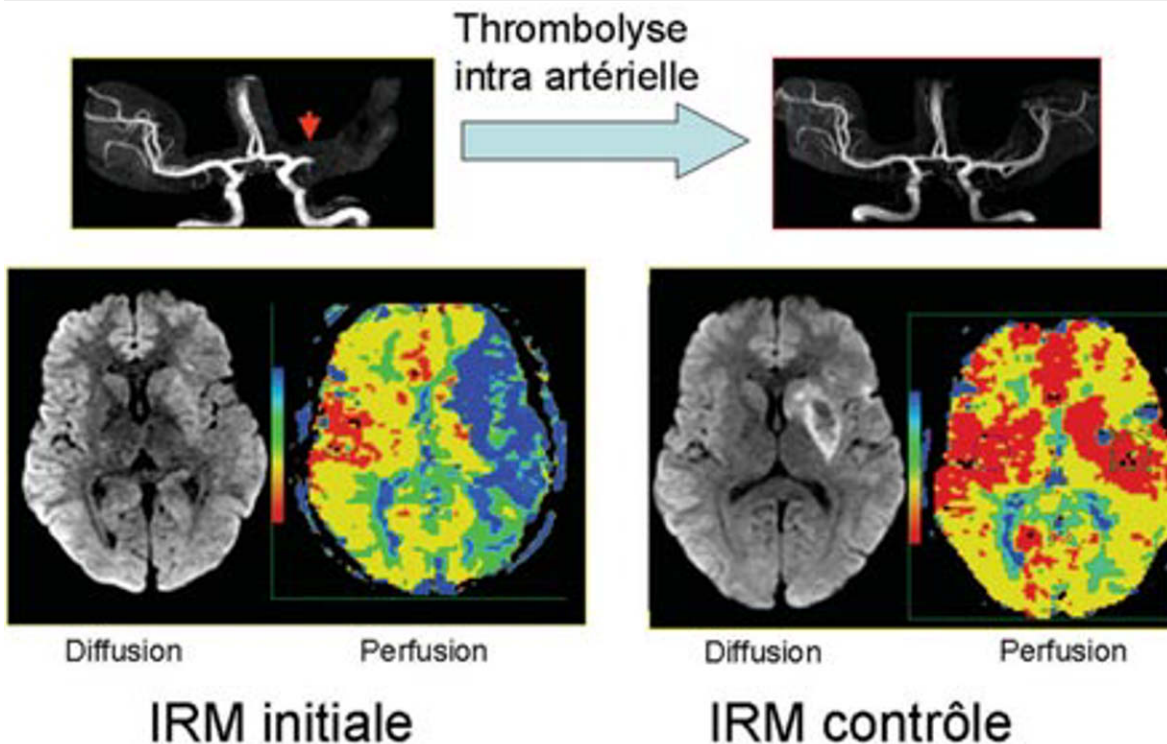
Accident ischémique artériel et thrombolyse. Déficit brutal de l'hémicorps droit et aphasie constatés au réveil chez un homme de 40 ans. L'IRM initiale effectuée cinq heures après le réveil montre un hypersignal du territoire sylvien profond gauche sans anomalie de signal du territoire sylvien superficiel en diffusion. Les anomalies de perfusion sont plus étendues que les anomalies visibles en diffusion. Cet aspect s'associe à une occlusion du segment proximal de l'artère cérébrale moyenne gauche. Le patient est traité par thrombolyse par voie intra artérielle six heures après son réveil, entraînant une recanalisation de l'artère occluse et une quasi normalisation des cartes de perfusion associées à une régression complète de la symptomatologie clinique. Sur l'IRM de contrôle, noter un hyposeñal en diffusion dans le territoire sylvien profond en rapport avec la présence de pétéchies hémorragiques ici asymptomatiques.
